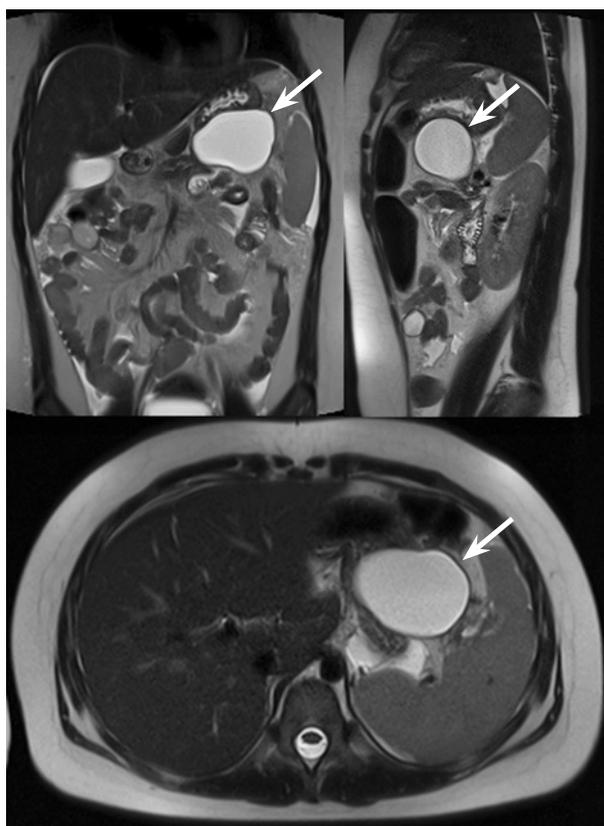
Магнитно-резонансная томография органов брюшной полости. Стрелка указывает на жидкостное перипанкреатическое образование
